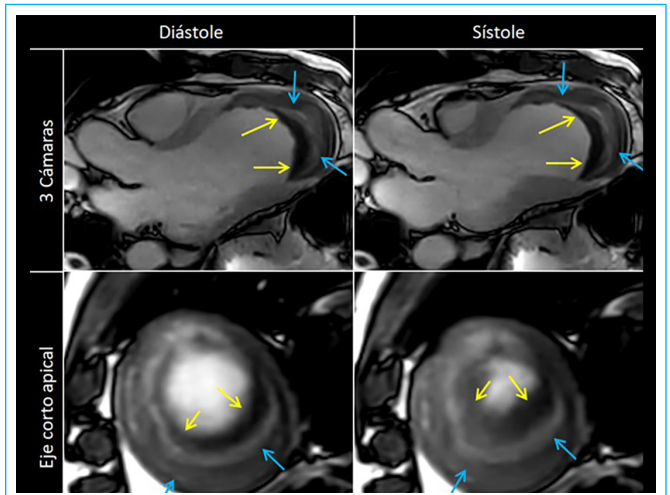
RMN. Imágenes cine. Diástole y sístole en planos de 3 cámaras y eje corto apical. Se observa dilatación del ventrículo izquierdo con discinesia apical, con una imagen apical de señal heterogénea laminar compatible con un trombo. Se aprecian varios componentes del hematoma intramural apical (flechas amarillas y azules) en diferentes etapas evolutivas. Flechas amarillas: borde teórico endocárdico; Flechas azules: trombo/hematoma organizado heterogéneo de localización intramiocárdica con morfología de pseudocavidad.
